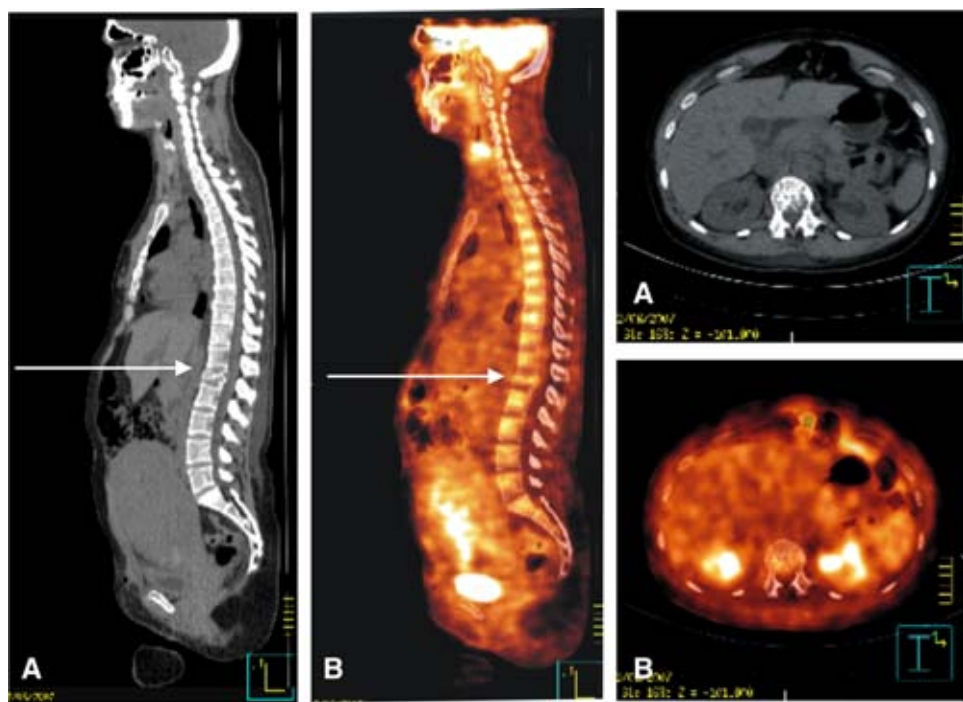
A) TAC corte longitudinal y transverso que muestra aplastamiento de L-1 con deformación del conducto raquídeo y saco dural, imagen "polka-dot" B) PET-CT con aumento de densidad radiactiva a nivel de L-1.
